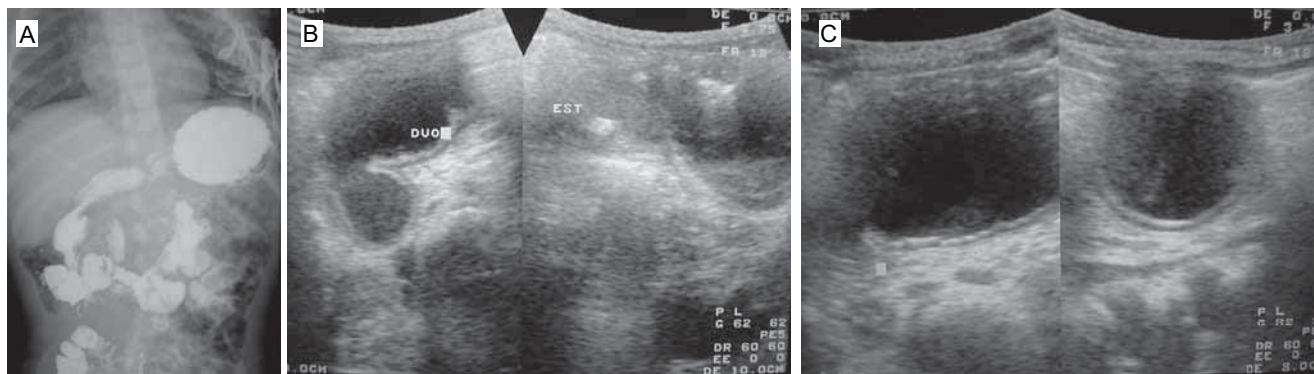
(a) SEGD donde se identifica compresión y apertura del arco duodenal condicionada por una imagen de tejido blando. Ultrasonido donde se observa la cámara gástrica y el duodeno distendidos con líquido. (b) Imagen quística adyacente. (c) Duplicación.
